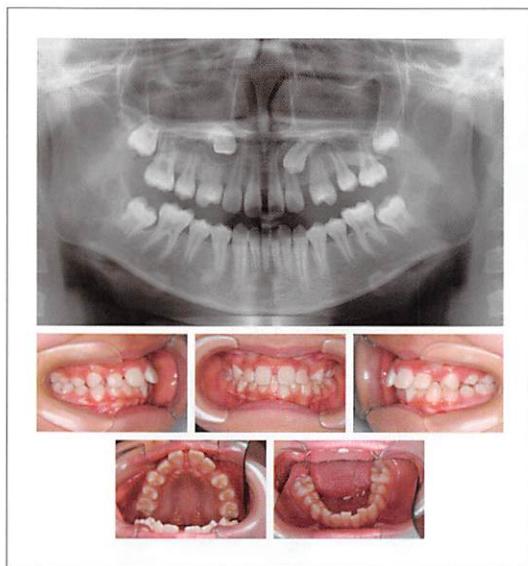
<症例2> 初診時の口腔内写真とパノラマX線写真
